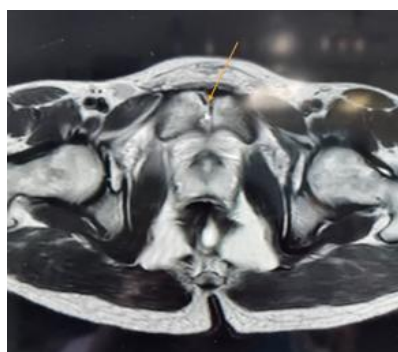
Imagen de RM de pelvis compatible con colección a nivel de la sínfisis del pubis
